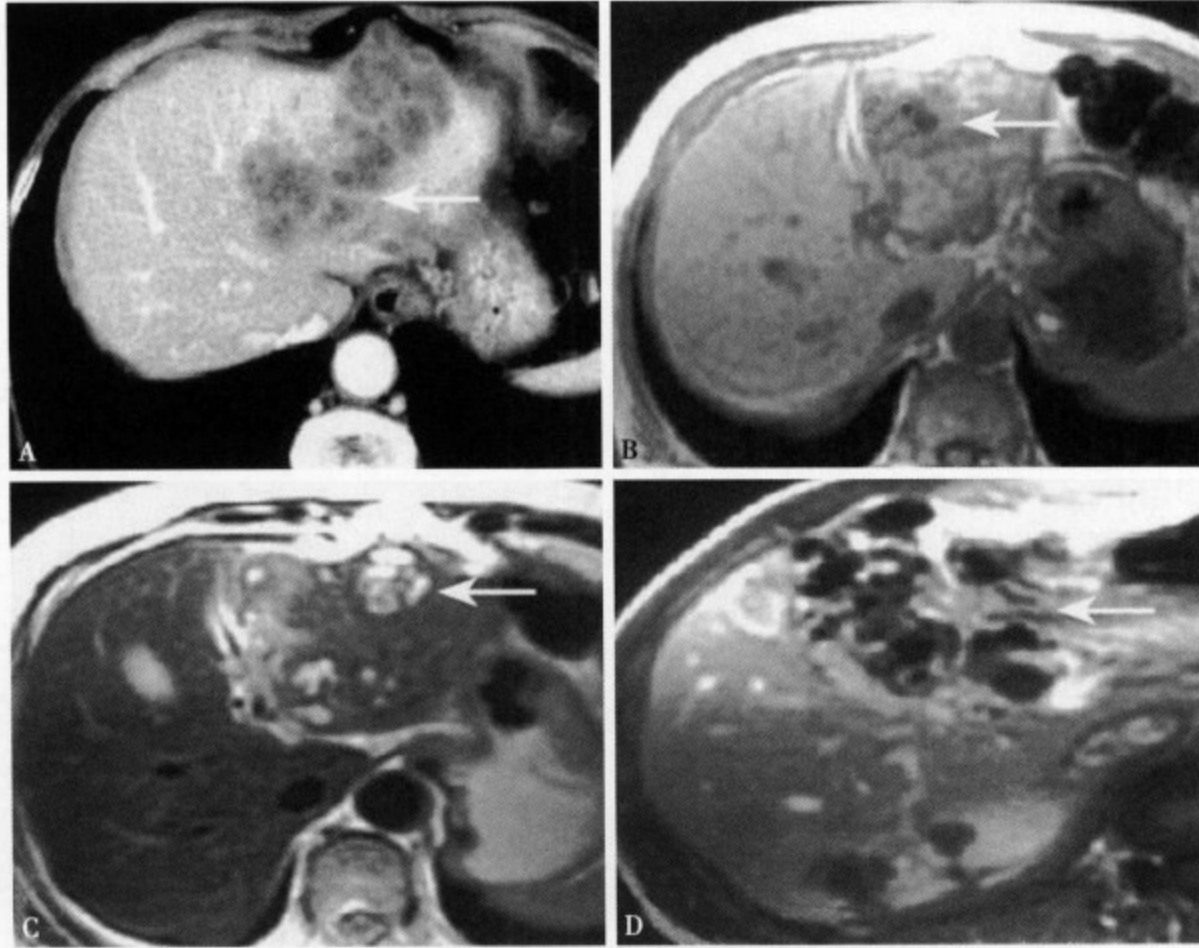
肝片吸虫病：增强 CT (A) 显示肝左叶多发结节状低密度灶，边缘呈不规则形环状强化；T₁WI (B) 显示肝左叶大片状混杂信号区，边界不规则，其内见斑点、结节状低信号；T₂WI (C) 肝左叶可见多发斑点、结节状高信号，病灶边缘隐约可见环状低信号；增强 MRI (D) 显示肝内多发性大小不等的环形强化
